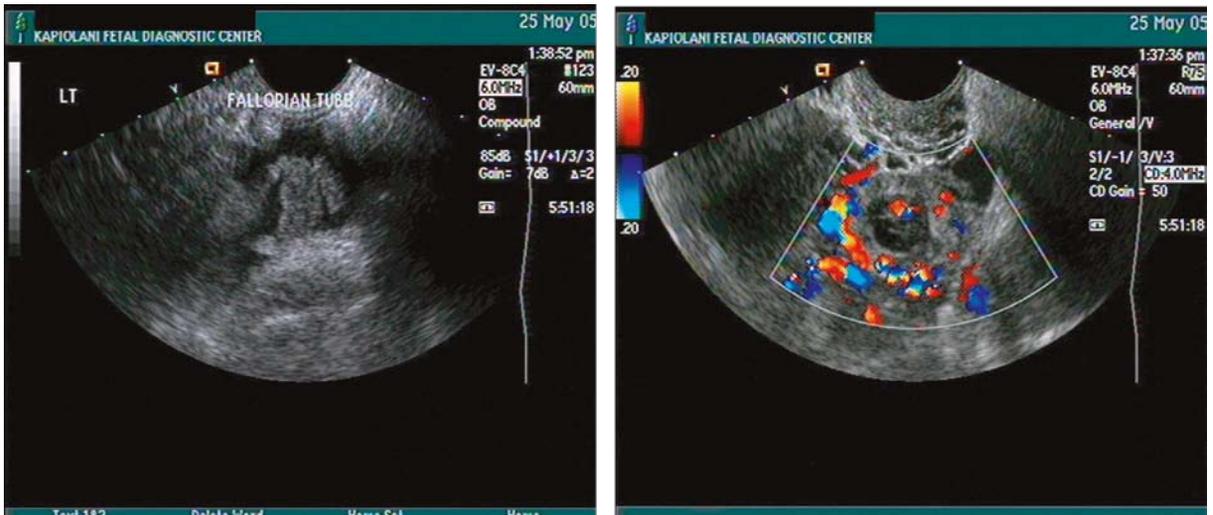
Imagen de embarazo ectópico en modo B y con Doppler, mostrando el patrón vascular periférico.
